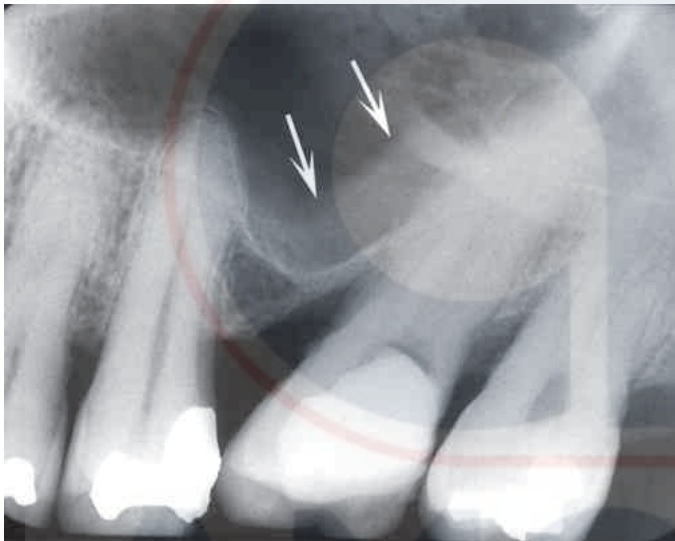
Imagen periapical que revela una mucositis localizada dentro del seno maxilar (flechas) inmediatamente adyacente a un defecto periodontal vertical.
